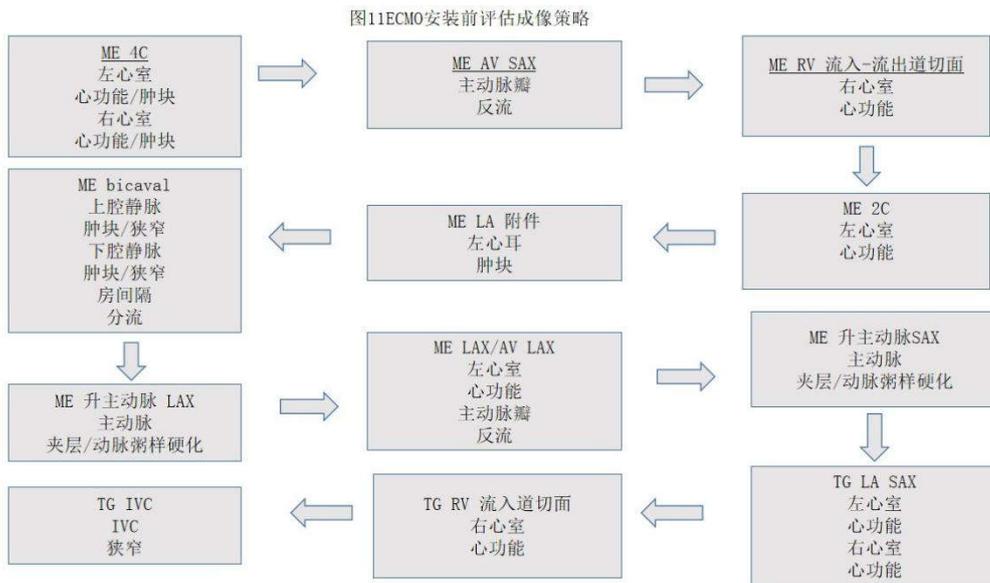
推荐的成像策略是在安装体外膜氧合(ECMO)之前从 ME4 腔切面开始评估。缩写: 2C, 两腔心的; 4C, 四腔心的; AV, 主动脉瓣; IVC, 下腔静脉; LA, 左心房; LV, 左心室; ME, 食管中段; RV, 右心室; SAX, 短轴; SVC, 上腔静脉; TEE, 经食管超声心动图; TG, 经胃。
